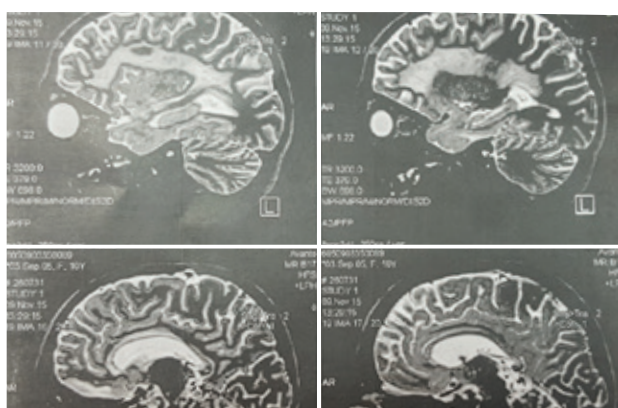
RMN cerebral al pacientei VS
